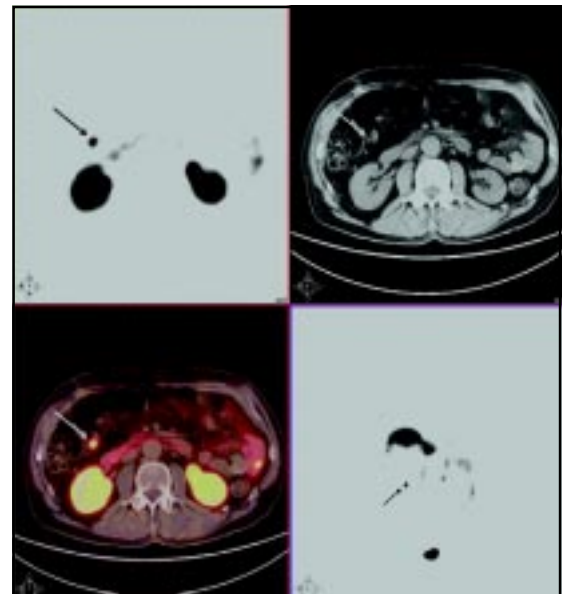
Imágenes PET/CT a nivel de la válvula ileocecal. (A) Cortes axiales PET con ^{68}Ga -DOTATATE que muestra sobreexpresión focal de receptores de SST en la región de la válvula ileocecal sugerente del TNE primario (flecha). (B) Imagen de tomografía axial computada al mismo nivel. (C) Imagen de fusión PET/CT correlacionando incremento focal de receptores de SST con la localización anatómica. (D) Corte coronal PET a nivel de la válvula ileocecal.
